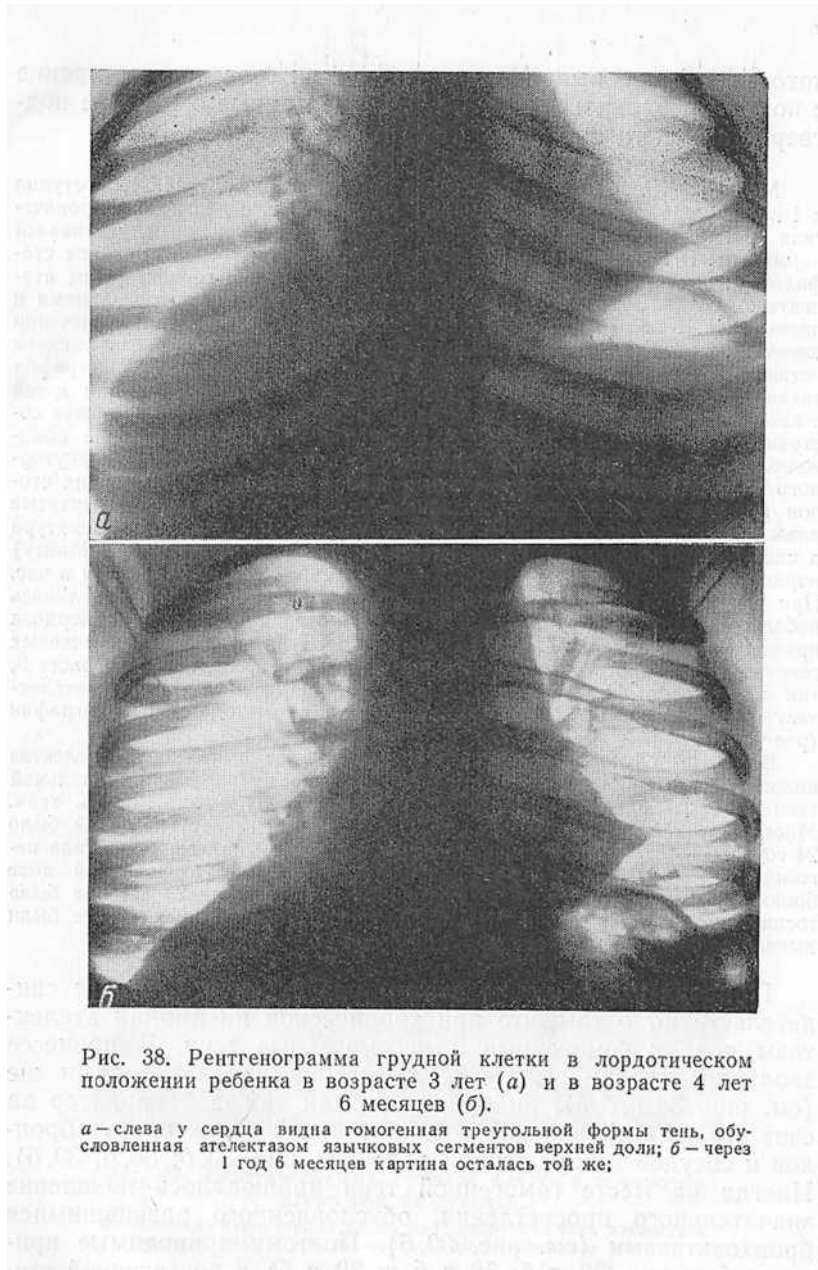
Рентгенограмма грудной клетки в лордотическом положении ребенка в возрасте 3 лет (а) и в возрасте 4 лет 6 месяцев (б).
